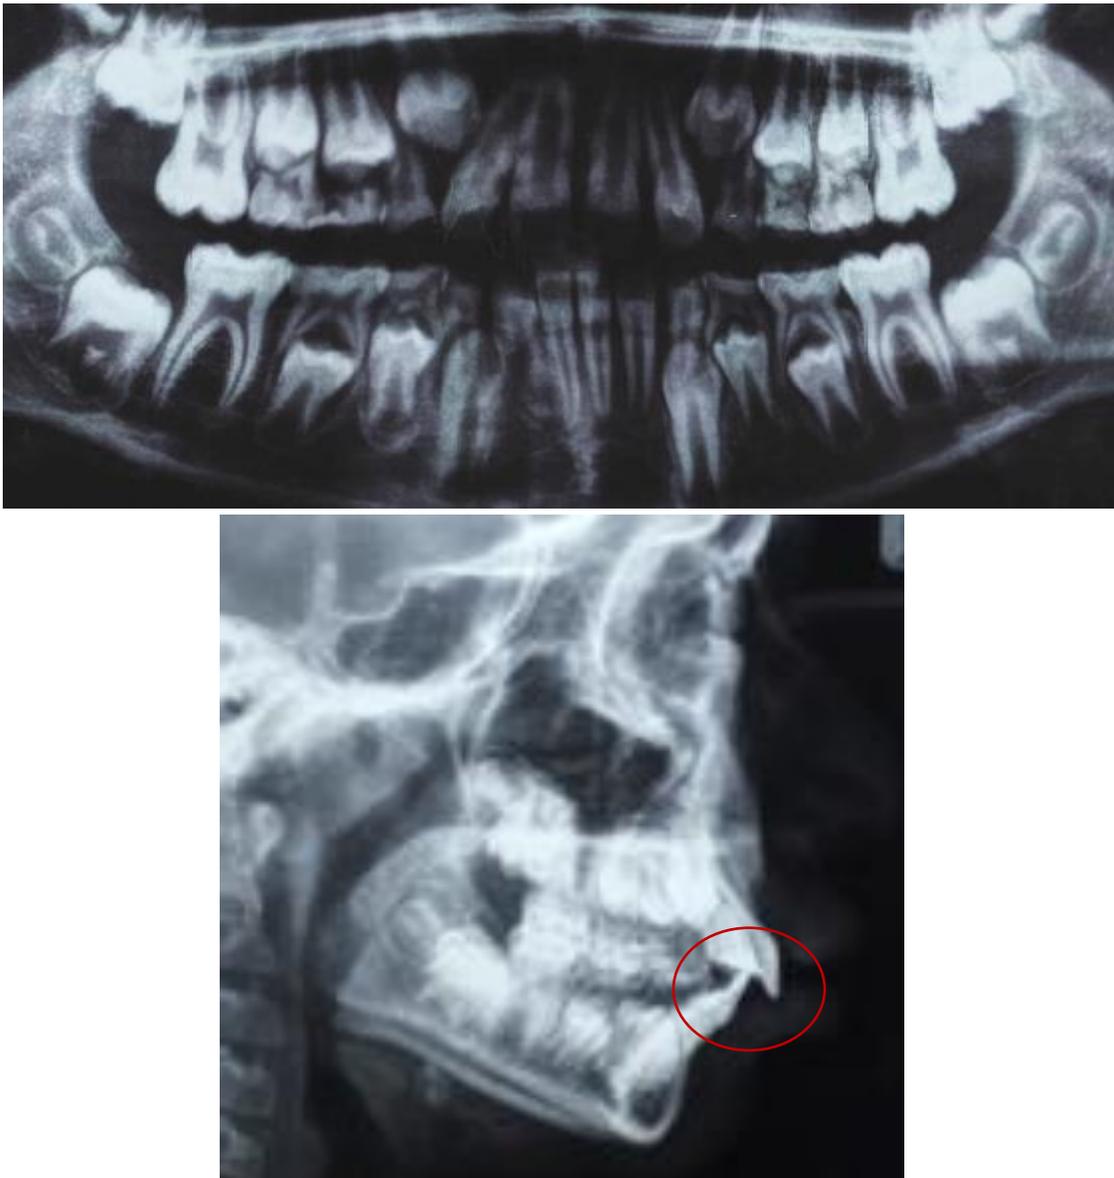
Radiografía panorámica y lateral de cráneo del paciente D.A.A.S
